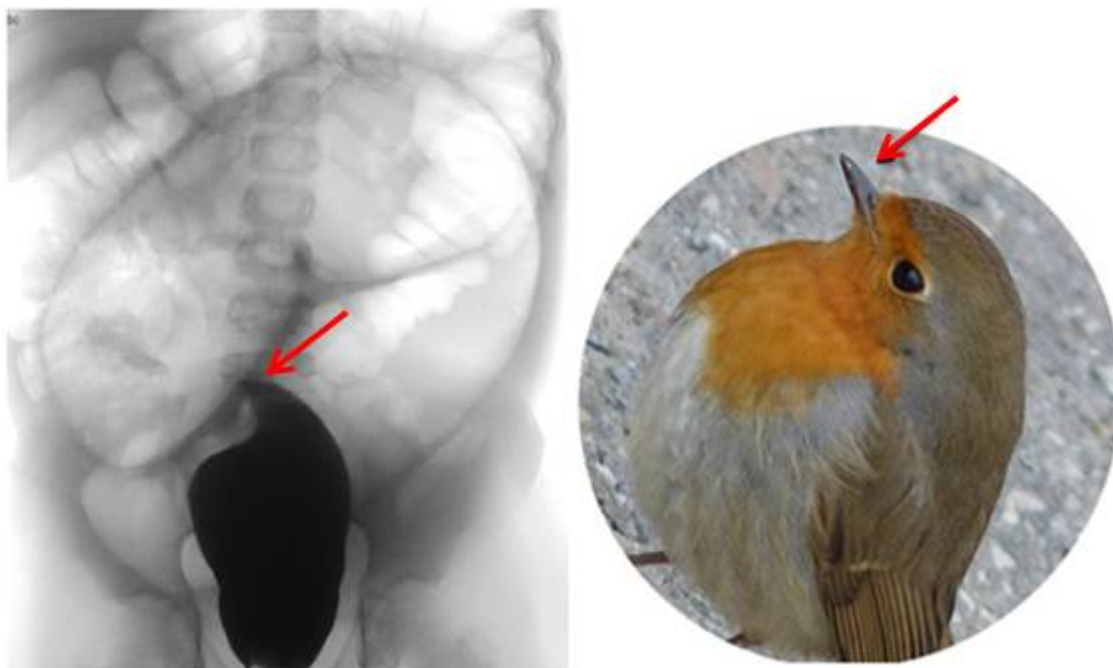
Симптом “птичьего клюва” на рентгенограмме у пациента с заворотом сигмовидной кишки.
